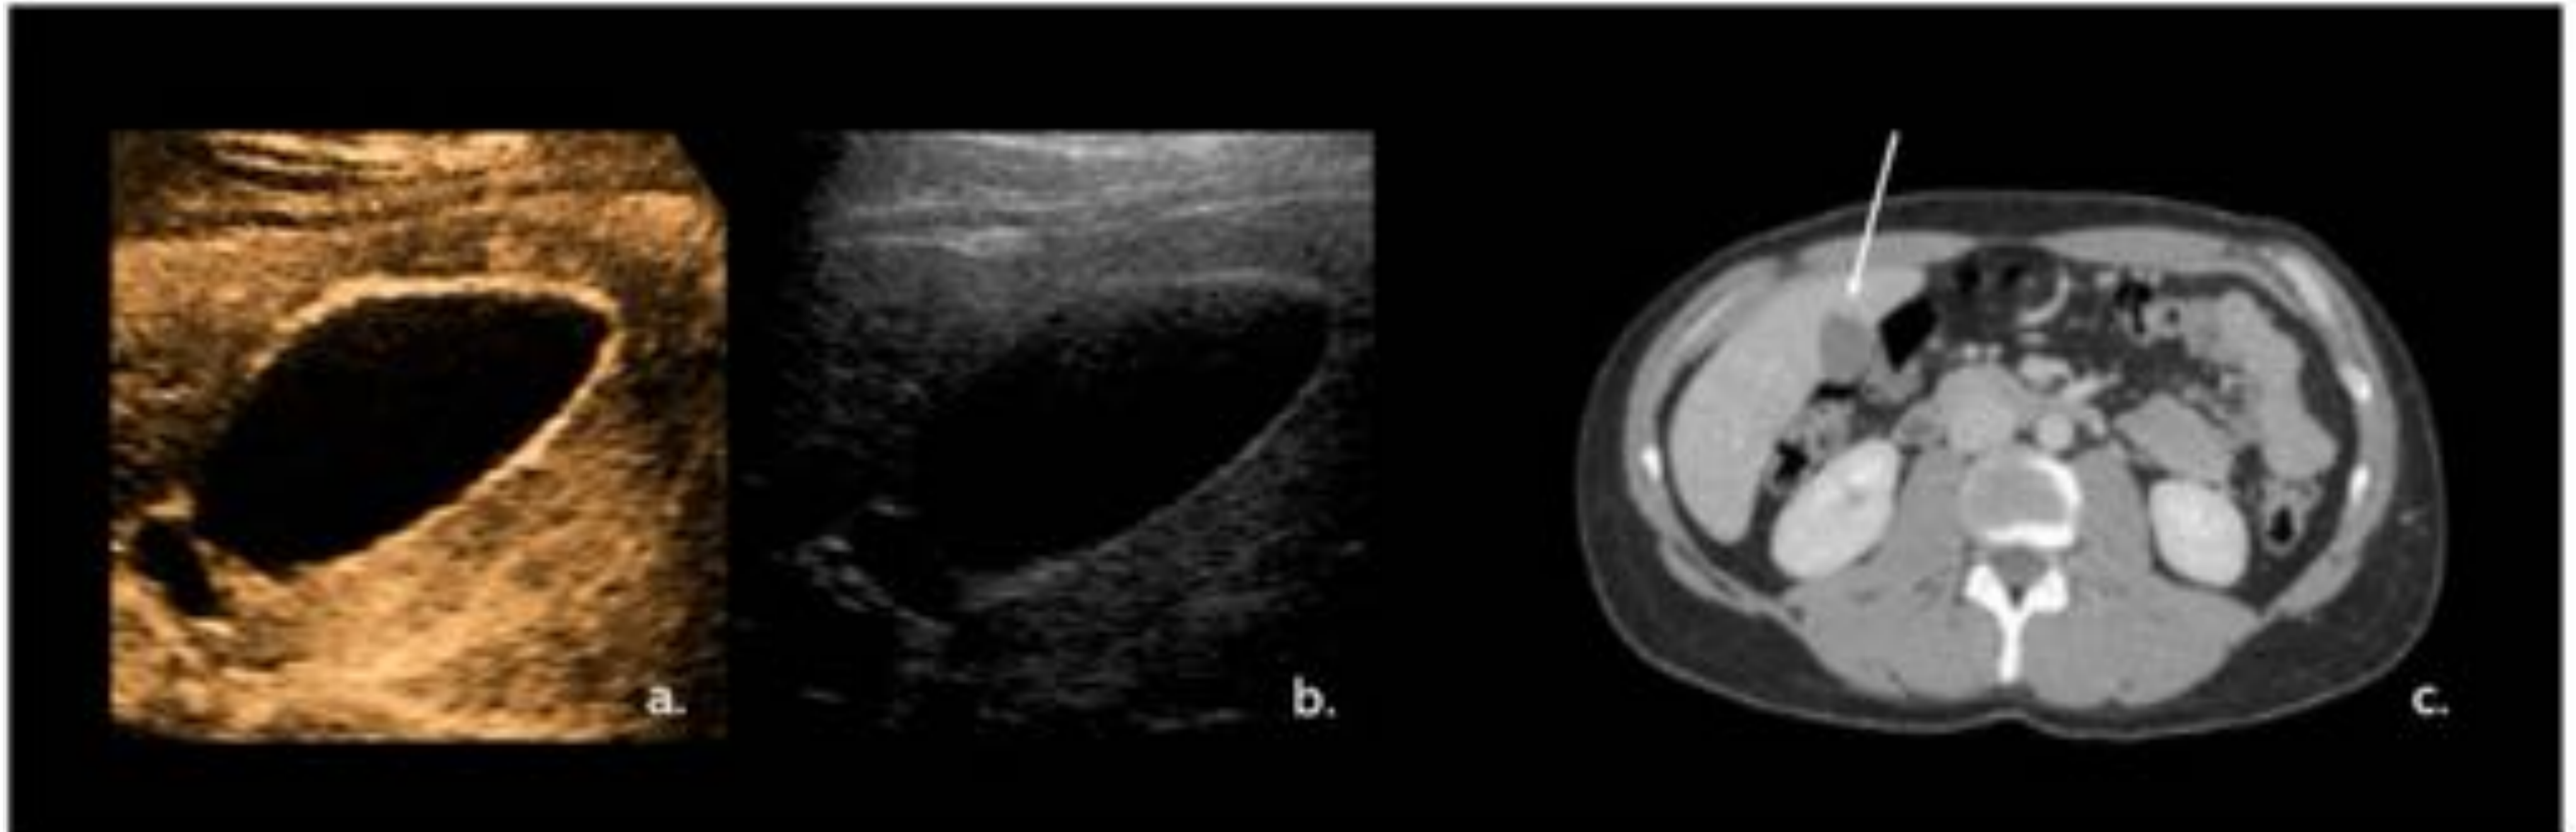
VB Normal US modo b (a.) y CEUS (b.) muestra realce uniforme de la pared VB sin discontinuidad dentro del plano principal del haz de ultrasonido. La imagen de TC axial con contraste (c.) Muestra las mismas características. Referencia: Hospital Universitario Severo Ochoa. Leganés - España.
